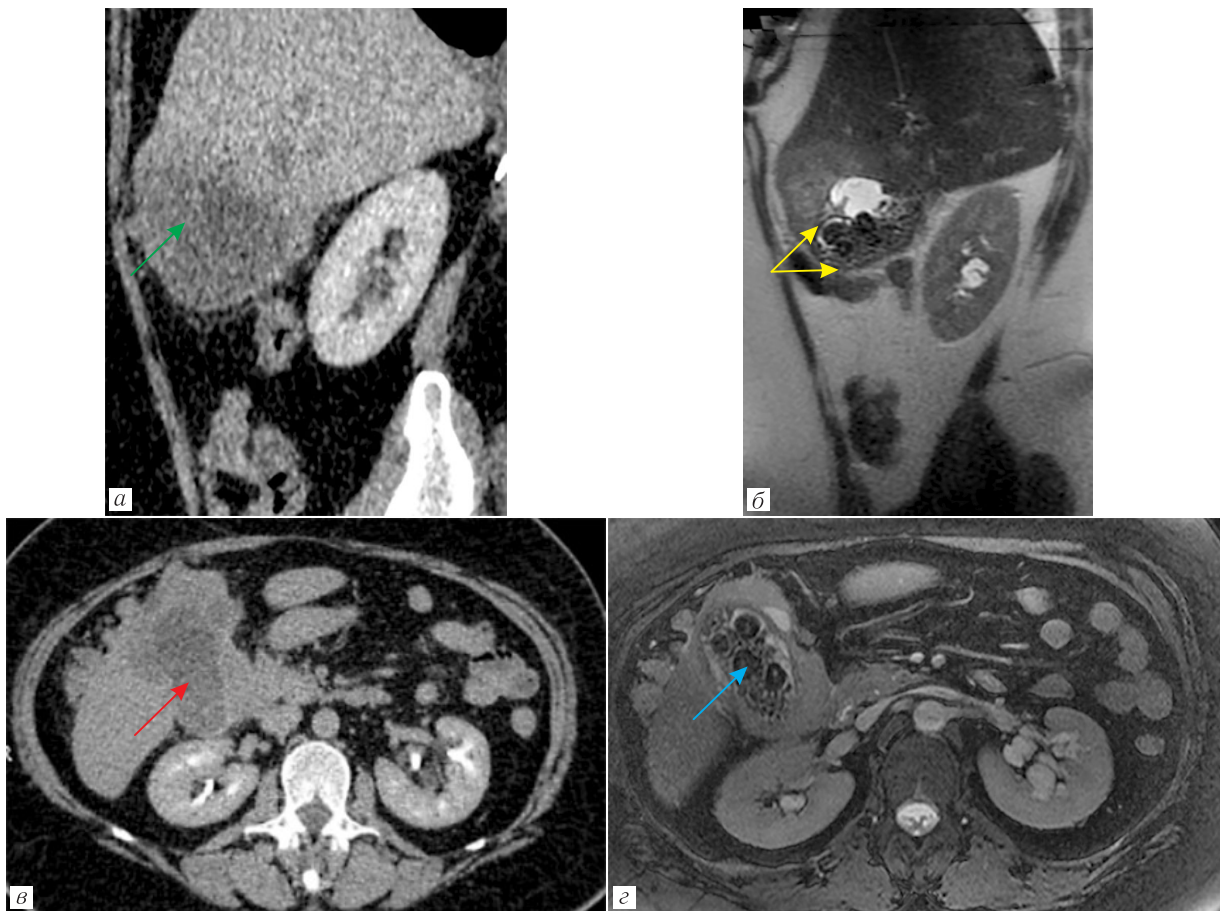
а* — КТ, венозная фаза, сагиттальный срез, достоверной границы между желчным пузырем и паренхимой печени не выявлено (зеленая стрелка) — перивезикальная жировая прослойка не определяется. По контакту отмечается выраженный параканкротный отек прилежащей паренхимы печени в области S4, S5 сегментов, создается впечатление о наличии инвазии; *б* — МРТ, сагиттальный срез, T2-ВИ демонстрируют неровную, утолщенную переднюю и частично нижнюю стенки желчного пузыря (желтые стрелки) с наличием патологического гиперинтенсивного МР сигнала, за счет неопластического её перерождения; *в* — КТ, выделительная фаза, аксиальный срез. Рентгеноконтрастных конкрементов в полости визуализируемой части желчного пузыря не выявлено, определяемое содержимое плотностью +8...+16 HU (красная стрелка); *г* — МРТ, аксиальный срез, FS-FIESTA, гипointенсивные конкременты и ярко гиперинтенсивная желчь в просвете (синяя стрелка)
